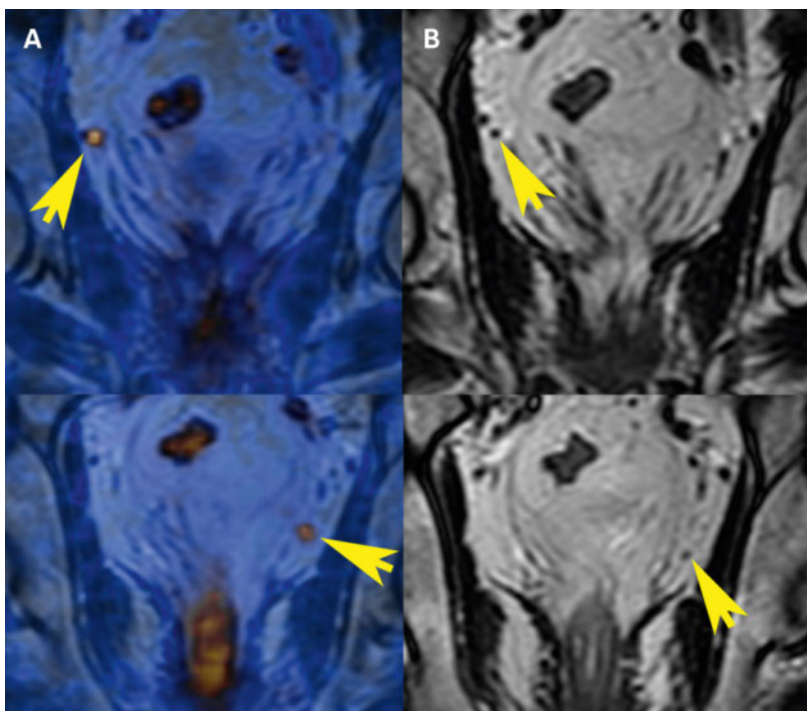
PSMA-PET/MRT eines 66-jährigen Mannes, bei dem vor 4 Jahren eine radikale Prostatektomie durchgeführt wurde: Initial pT3a, pN0 (0/47), cM0 GS 4+5. Aktuell ist der PSA-Wert wieder leicht steigend (0,17 ng/ml). Die ^{18}F -Cholin-PET/CT war negativ. (A) Im ^{68}Ga -PSMA-PET/MRT konnten kleine Lymphknoten (Pfeile) mit starker fokaler PSMA-Anreicherung obturatorisch beidseits nachgewiesen werden. (B) In den T2-gewichteten MRT-Bildern hatten diese Lymphknoten einen maximalen Durchmesser von 3×4 mm. Im Tumorboard wird eine stereotaktische Bestrahlung der Lymphknoten diskutiert.
